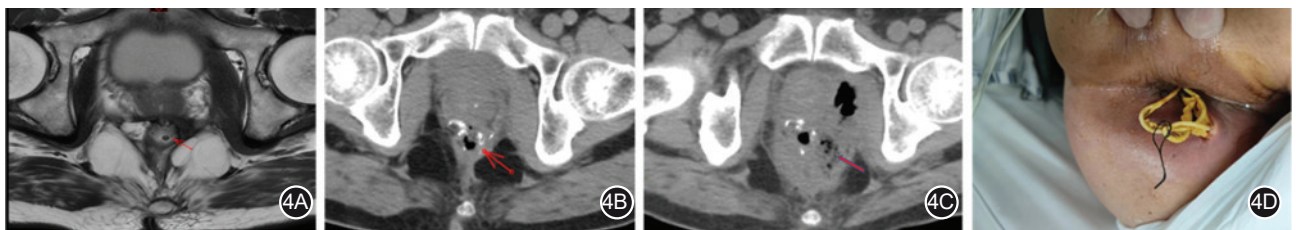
直肠经括约肌间切除(ISR)术后造口回纳后吻合口再发漏,继发肛周脓肿形成(作者提供) 4A.回纳前吻合口核磁共振影像;4B.回纳前吻合口CT影像;4C.造口回纳后1个月后直肠吻合口再漏CT影像;4D.急诊行肛周脓肿挂线治疗
